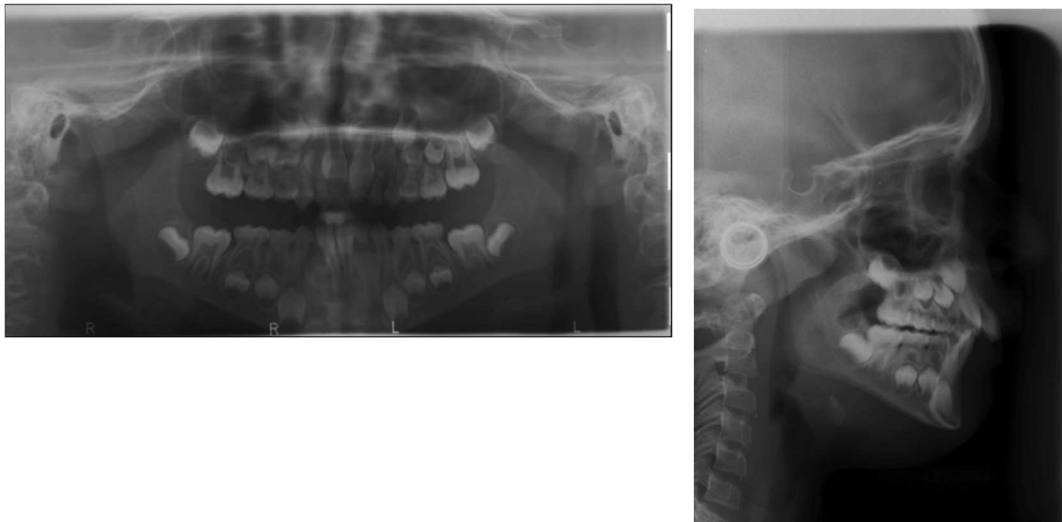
Teleradiografia e Ortopantomografia no início do tratamento (8 anos de idade)
